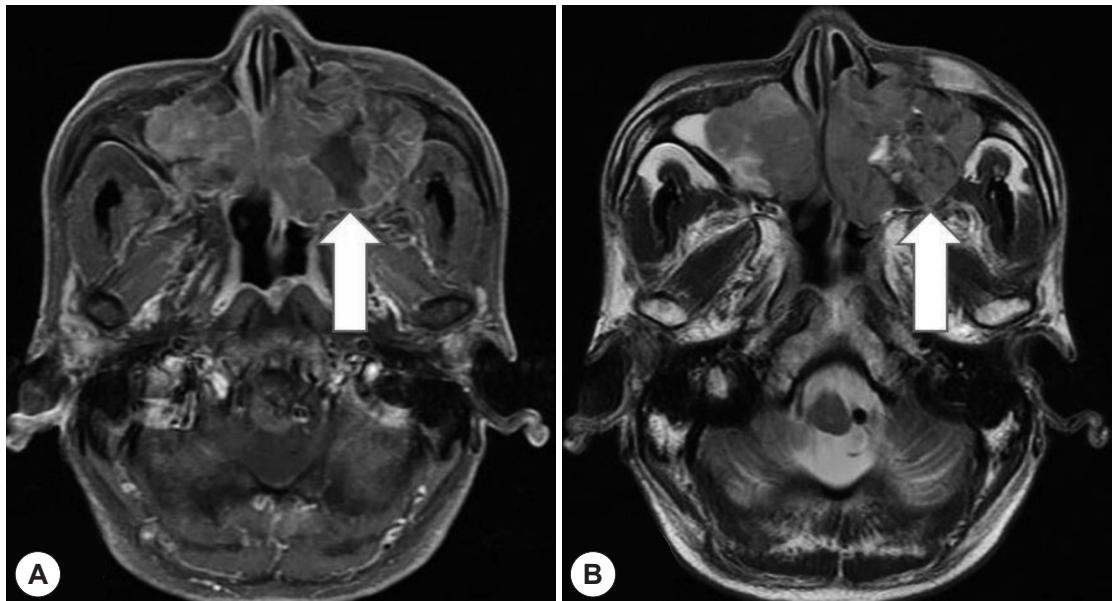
MRI image showing a large enhanced mass which invades surrounding soft tissue (A: T1 axial view, B: T2 axial view).
